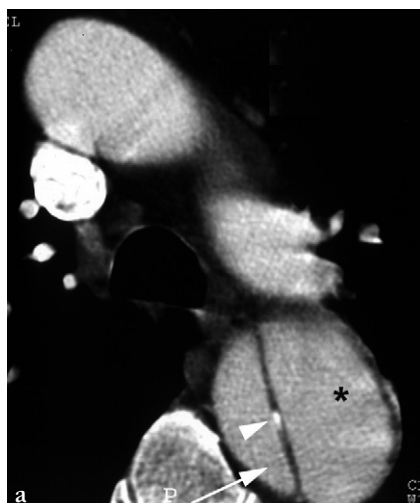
Dissection aortique de type B de Stanford sur une coupe TDM axiale. a. Lambeau intimal rectiligne avec une calcification (tête de flèche), séparant le vrai (flèche) du faux chenal (étoile). Les deux chenaux circulent de façon synchrone. b. L'échographie transœsophagienne montre le lambeau intimal rectiligne séparant les deux chenaux circulants.
